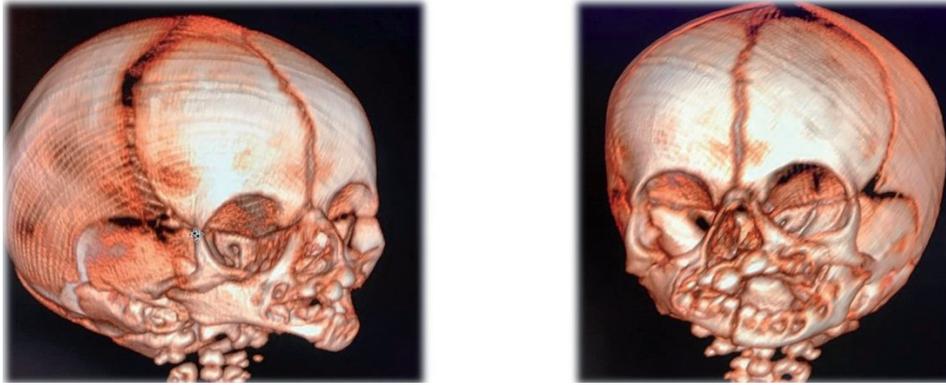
Reconstrucción tridimensional de la tomografía.
